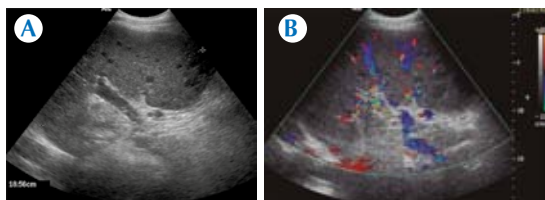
Hombre de 59 años con esplenomegalia. A) Ultrasonido y B) ultrasonido Doppler que delimitan múltiples lesiones focales hipoecogénicas, hipovasculares, compatibles con lesiones por *Candida*.
